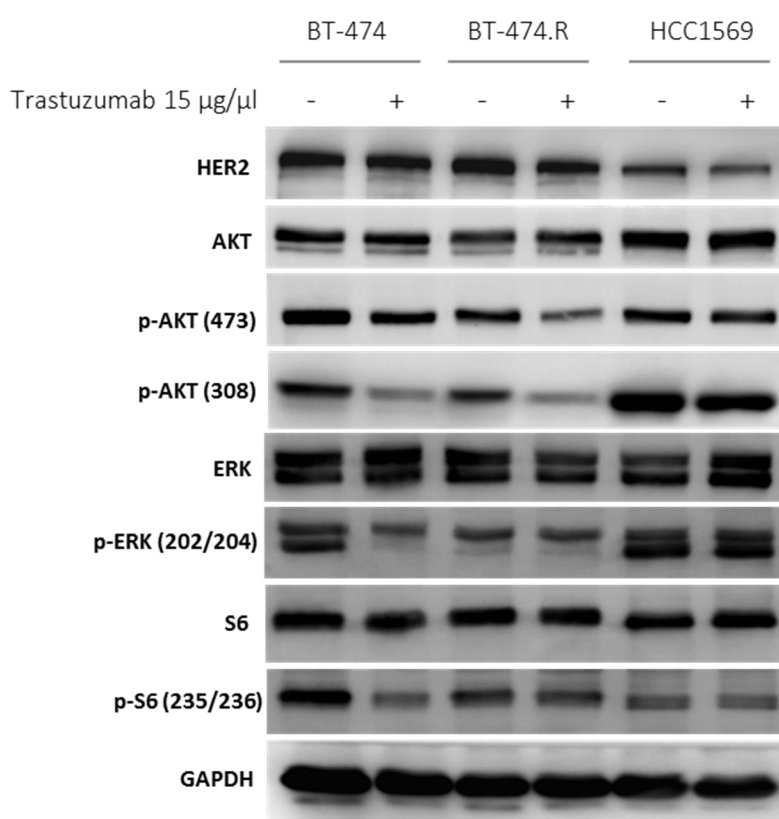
Análisis de inmunodetección realizado en las líneas BT-474, BT-474.R y HCC1569 en presencia y ausencia de trastuzumab 15 µg/ml durante 24 horas. Bajo un adecuado control de carga de GAPDH, se identificó que el tratamiento con trastuzumab no provoca disminución de la fosforilación de p-AKT (Thr 308) y p-AKT (Ser 473) en HCC1569; ni afecta a los niveles de fosforilación de p-ERK1/2 (Thr202/Tyr204) en BT-474.R y HCC1569.
